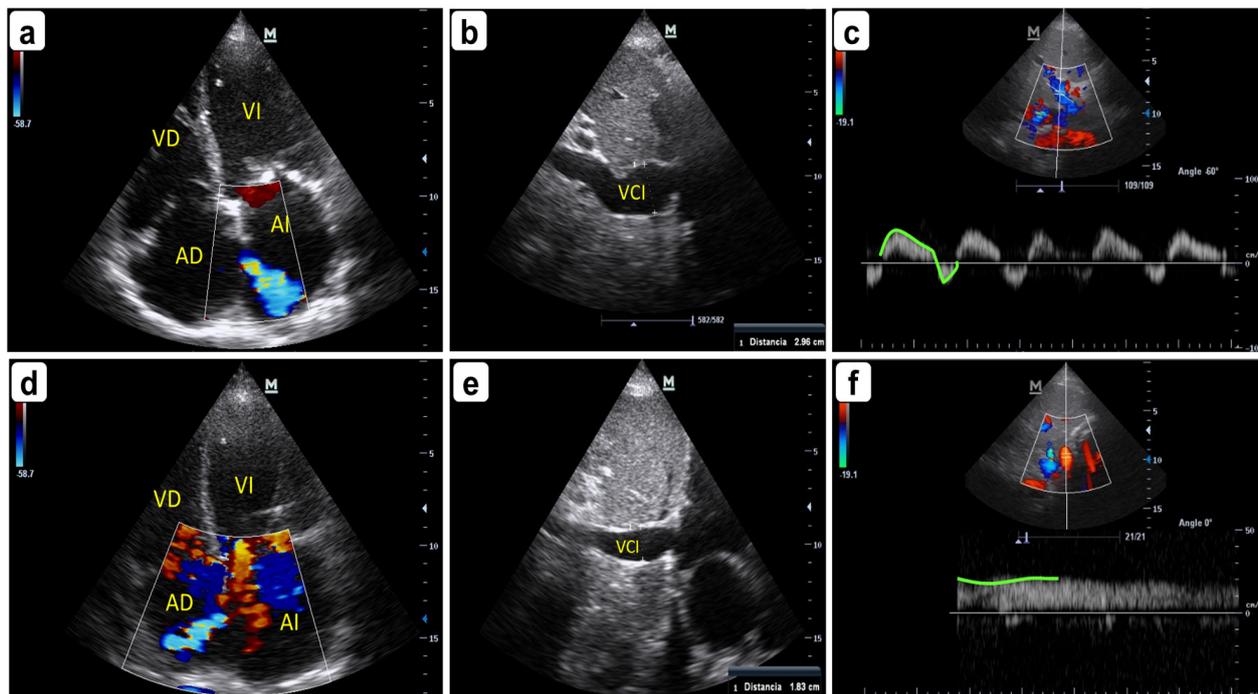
a Ecocardiograma transtorácico (ETT) mostrando pasaje de flujo (codificado en azul al Doppler color) desde la aurícula derecha (AD) a la aurícula izquierda (AI) a través del tabique interauricular (TIA), compatible con comunicación interauricular. b ETT mostrando dilatación de la vena cava inferior (VCI), de 3 cm. c Eco-Doppler de la vena porta, mostrando flujo bifásico (delineado con línea verde continua). d ETT mostrando inversión del flujo (codificado en azul al Doppler color) a través del TIA, que es de izquierda a derecha. e ETT mostrando disminución del calibre de la VCI, de 1,8 cm. f Eco-Doppler de la vena porta, mostrando flujo de baja pulsatilidad (delineado con línea verde continua); b y d indican un severo aumento de la presión venosa central (PVC) mientras que e y f indican normalización de la PVC. Como pudo observarse en nuestra paciente, la derivación de sangre a través de la CIA puede ser de derecha a izquierda y viceversa, en base al juego de presiones entre ambos sistemas. AD aurícula derecha, AI aurícula izquierda, VD ventrículo derecho, VI ventrículo izquierdo, VCI vena cava inferior.
